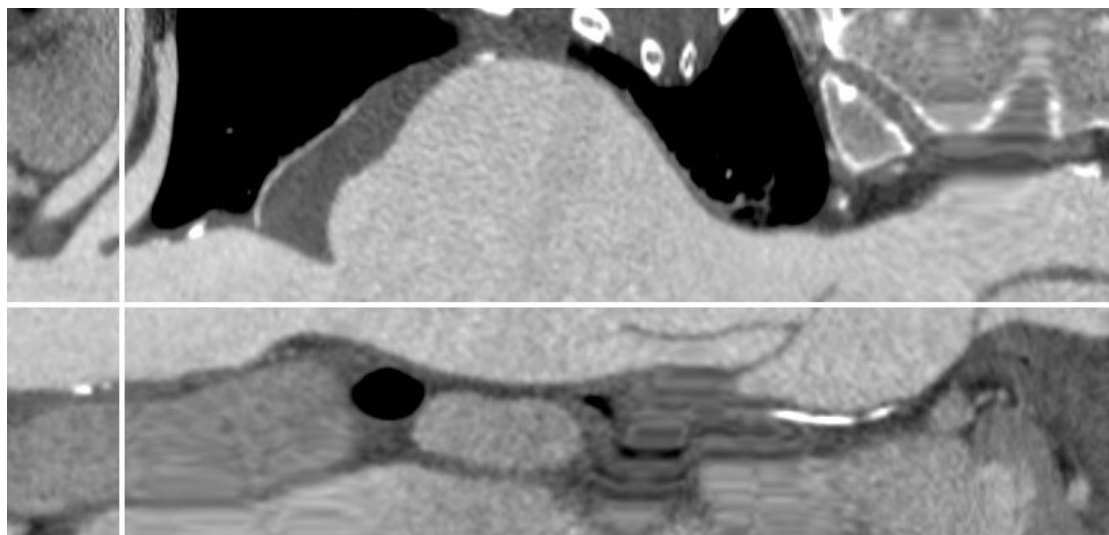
nochmalige Darstellung der thorakalen Aorta in der Schnittbilddiagnostik (Computertomographie), nun gestreckt, um die wahre Länge und Durchmesser zu bestimmen; Universität Ulm.
